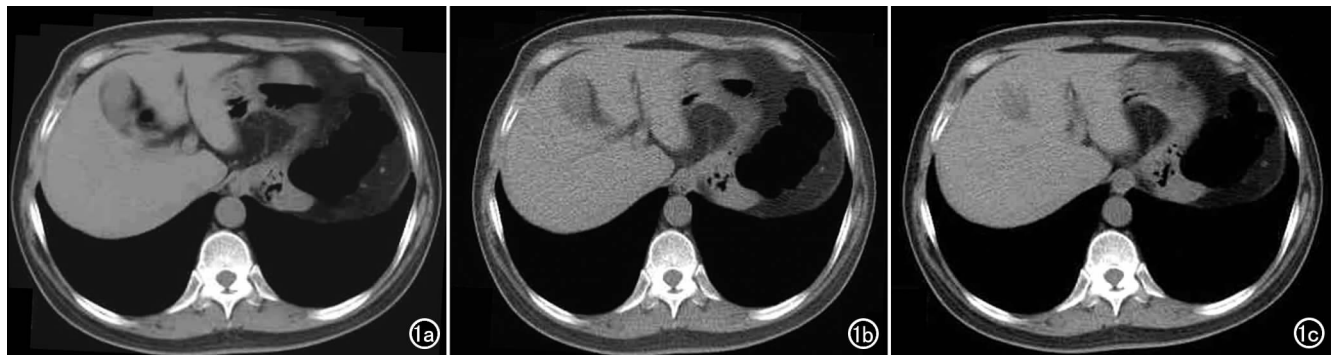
不同剂量 10mm 显示层厚的 CT 图像。a) 220 mA 采集的 10mm 影像,可准确评价肝脏; b) 70 mA 采集的 10mm 影像,亦可准确评价肝脏; c) 20 mA 采集的 10 mm 图像,其质量明显下降。
